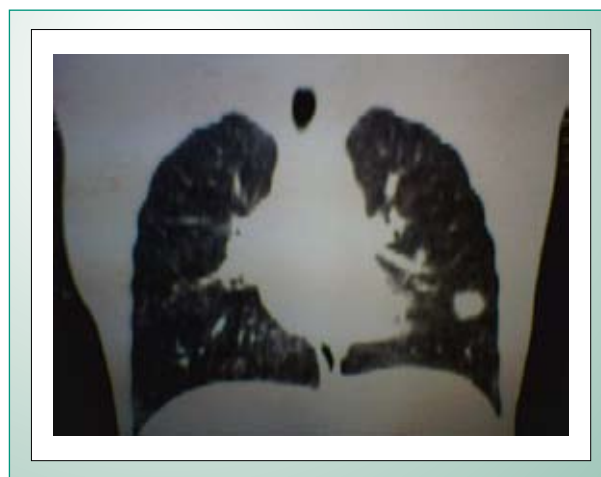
Tomografia de tórax evidenciando nódulo pulmonar em lobo inferior esquerdo.
